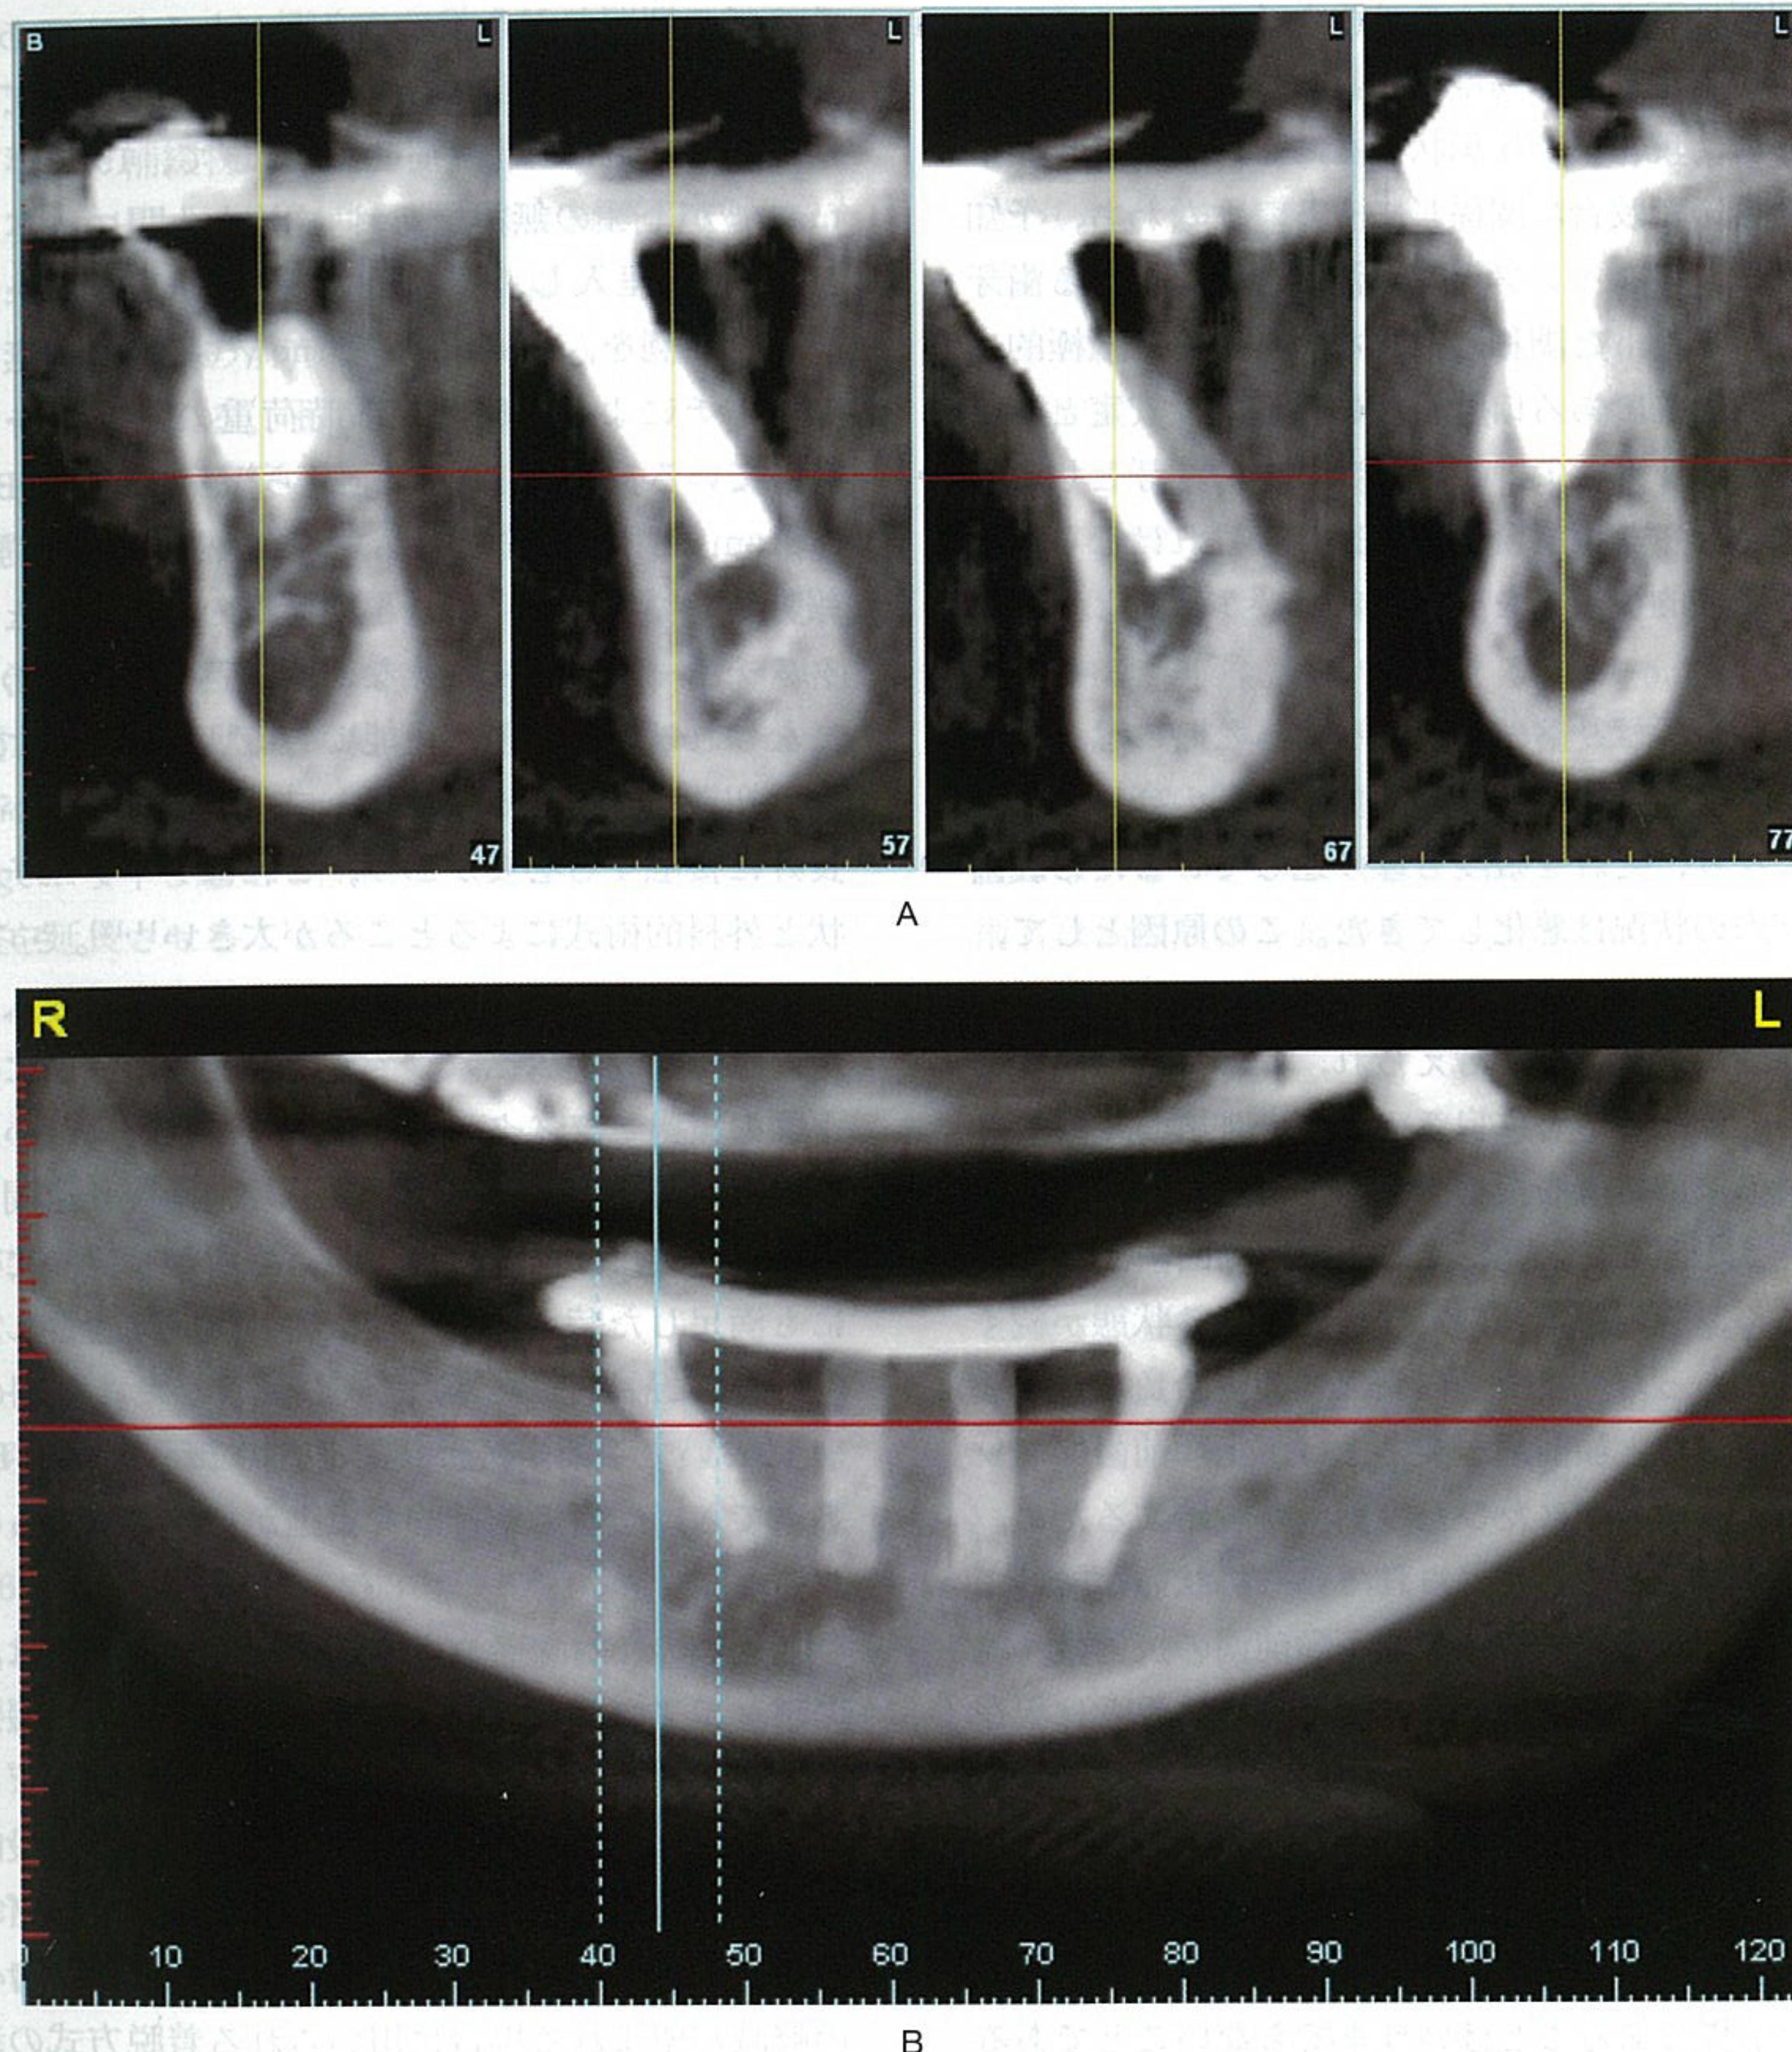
症例2 術後約1年CT画像 (A クロスセクション像 B 前方像)
